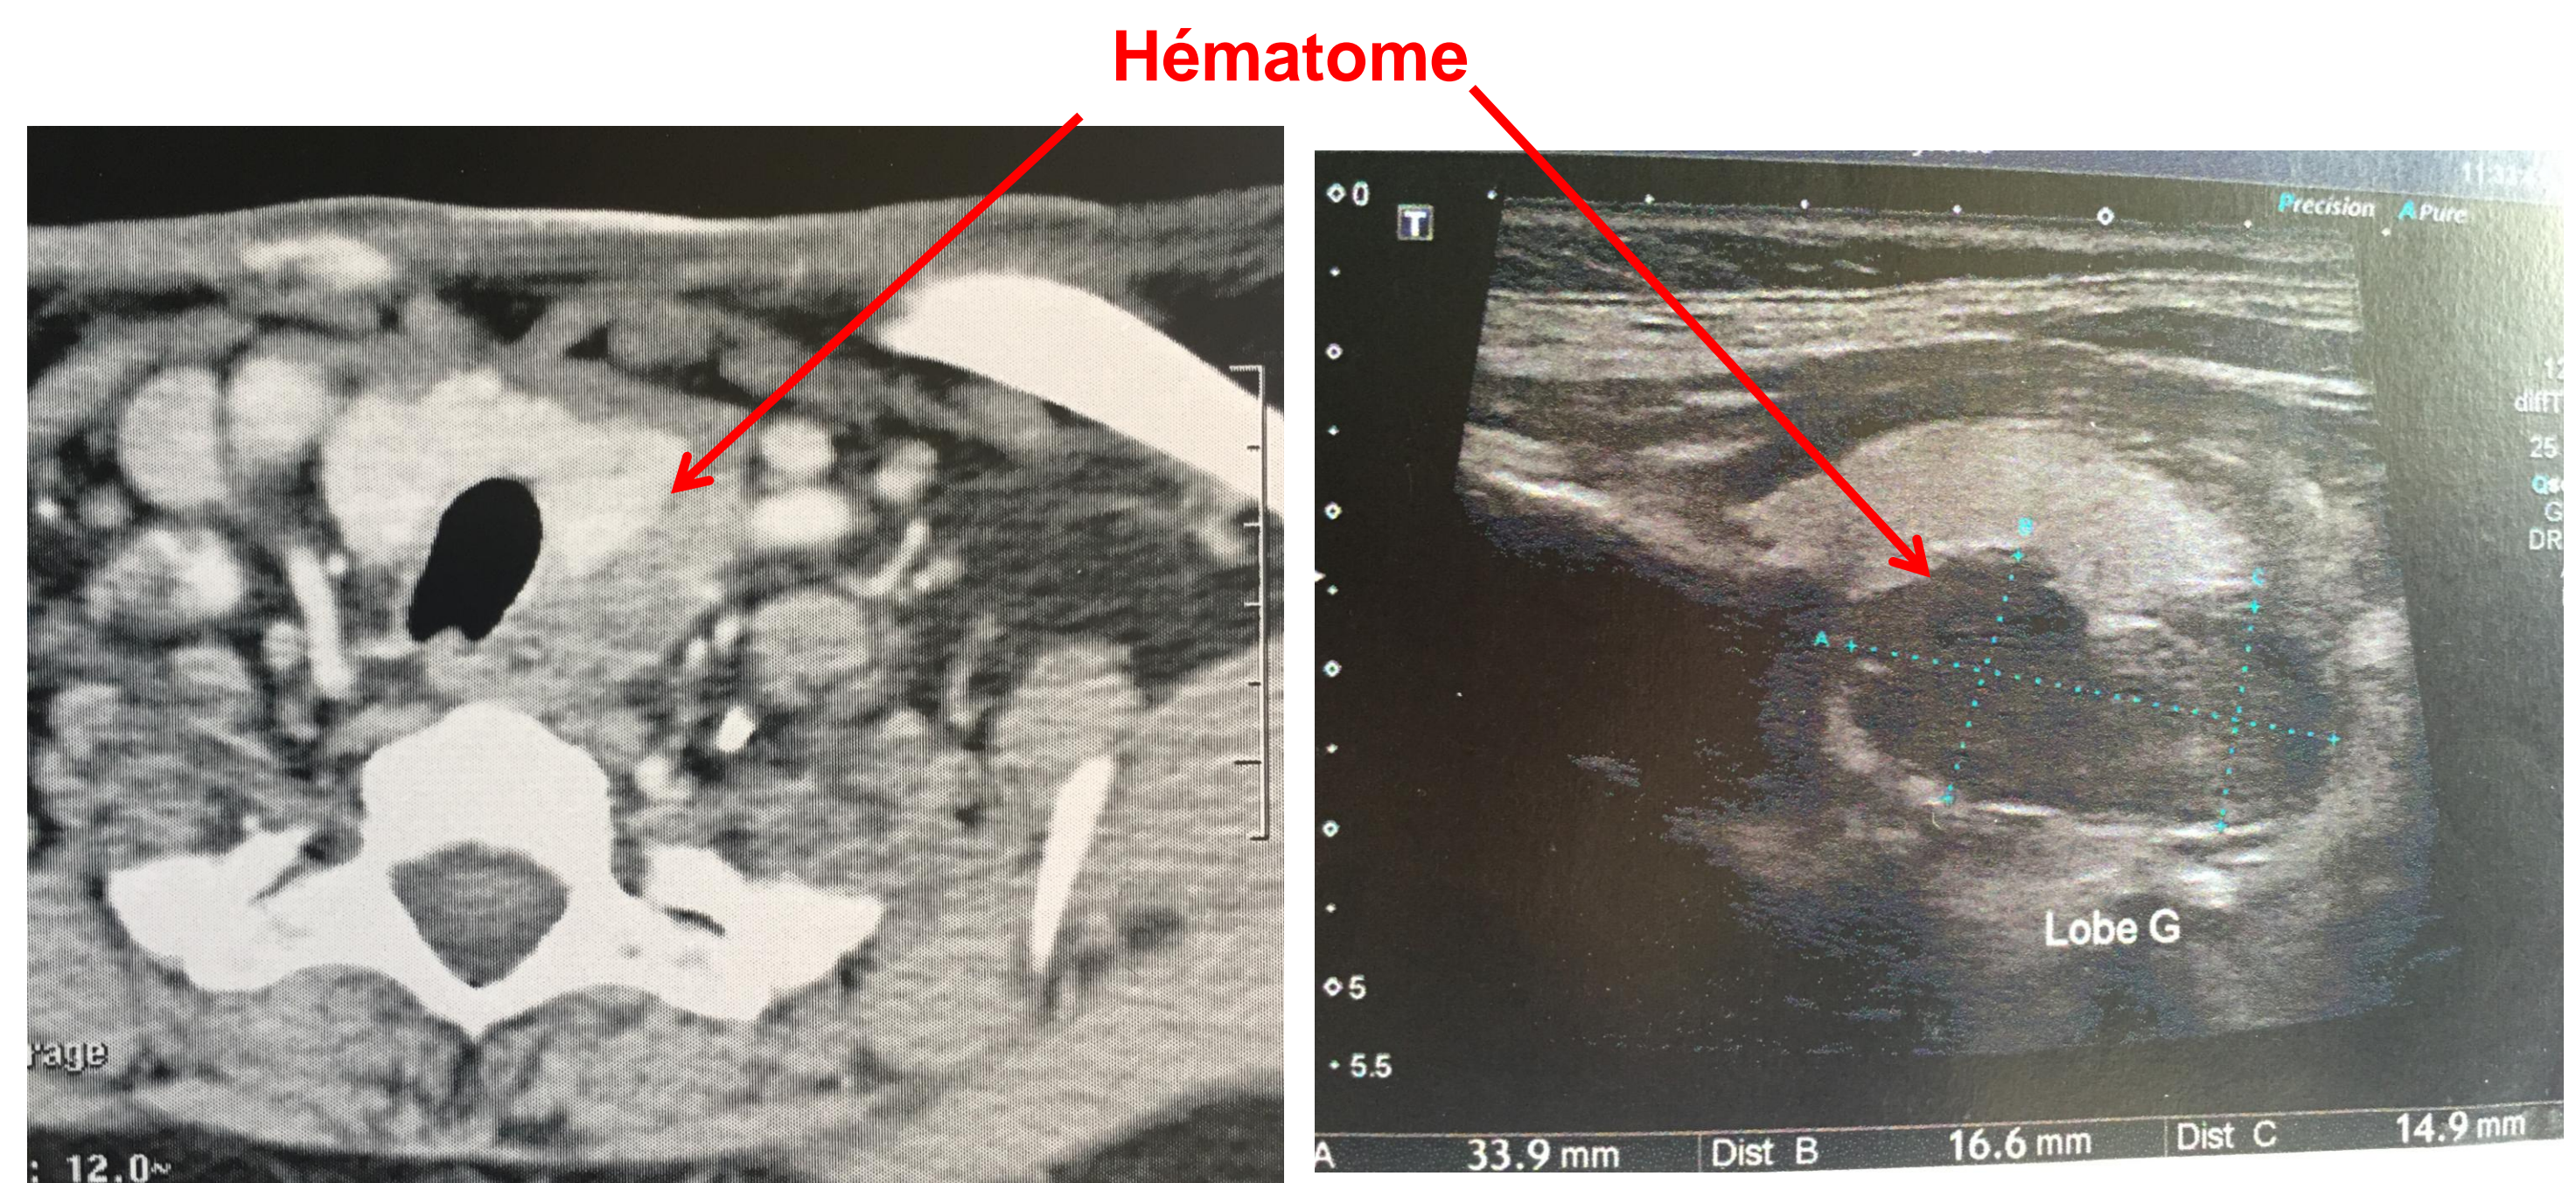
Scanner et échographie cervicaux initiaux
